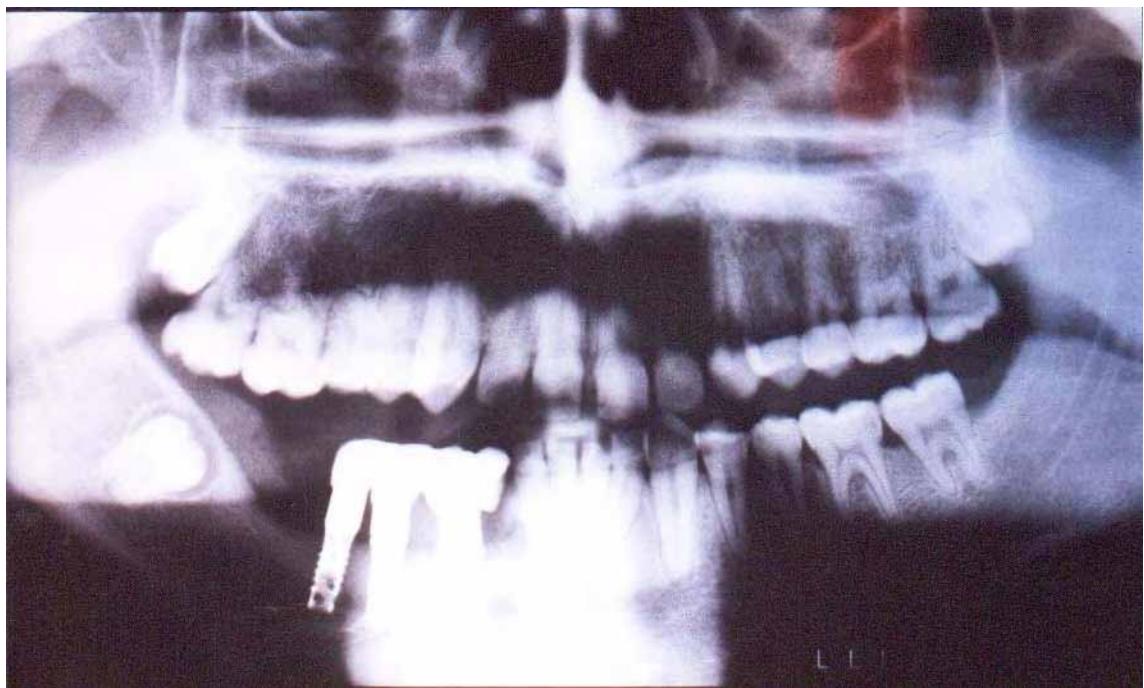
cas n°1 : Aspect radiographique du bridge en place
